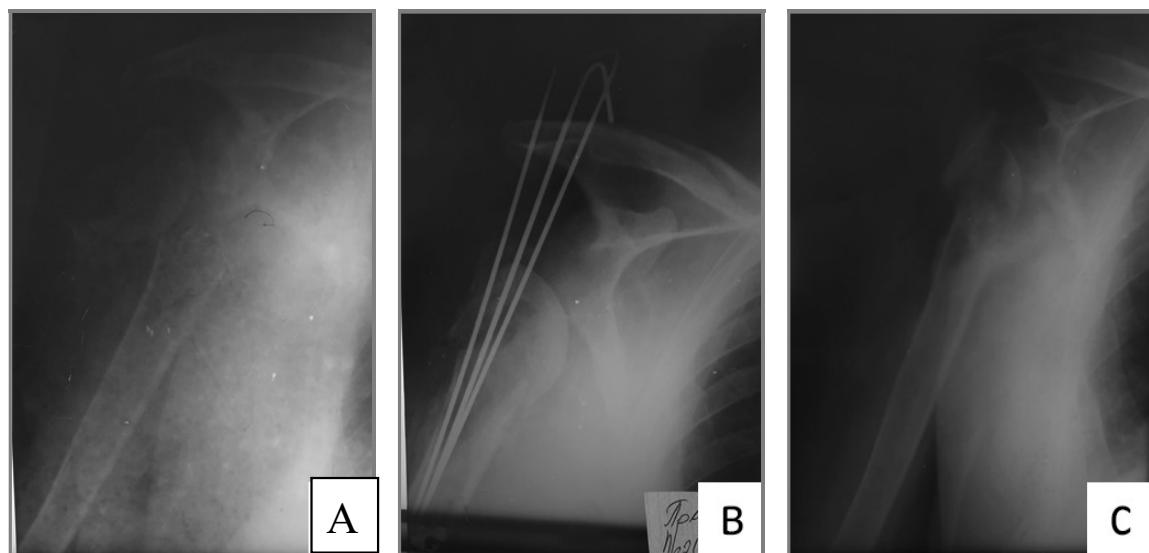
Radiographs of patient M., 63 years old, before and after osteosynthesis with needles: before surgery (a), after surgery (b), 3 months after removal of the needles (c).
